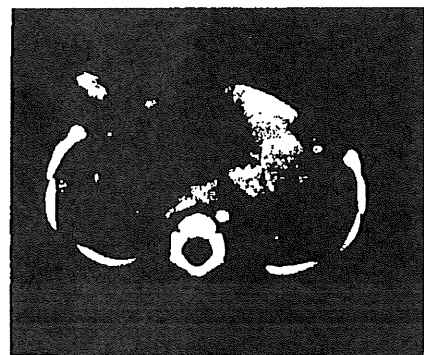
日齢225 造影CT 腫瘍は4区域におよびStage III Bと診断
